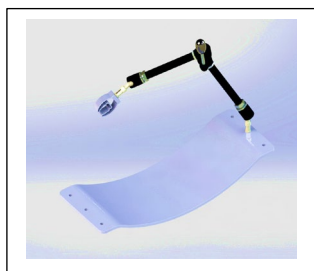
suporte e sua posição dentro da máquina de TC (pode não estar disponível em algumas regiões)
